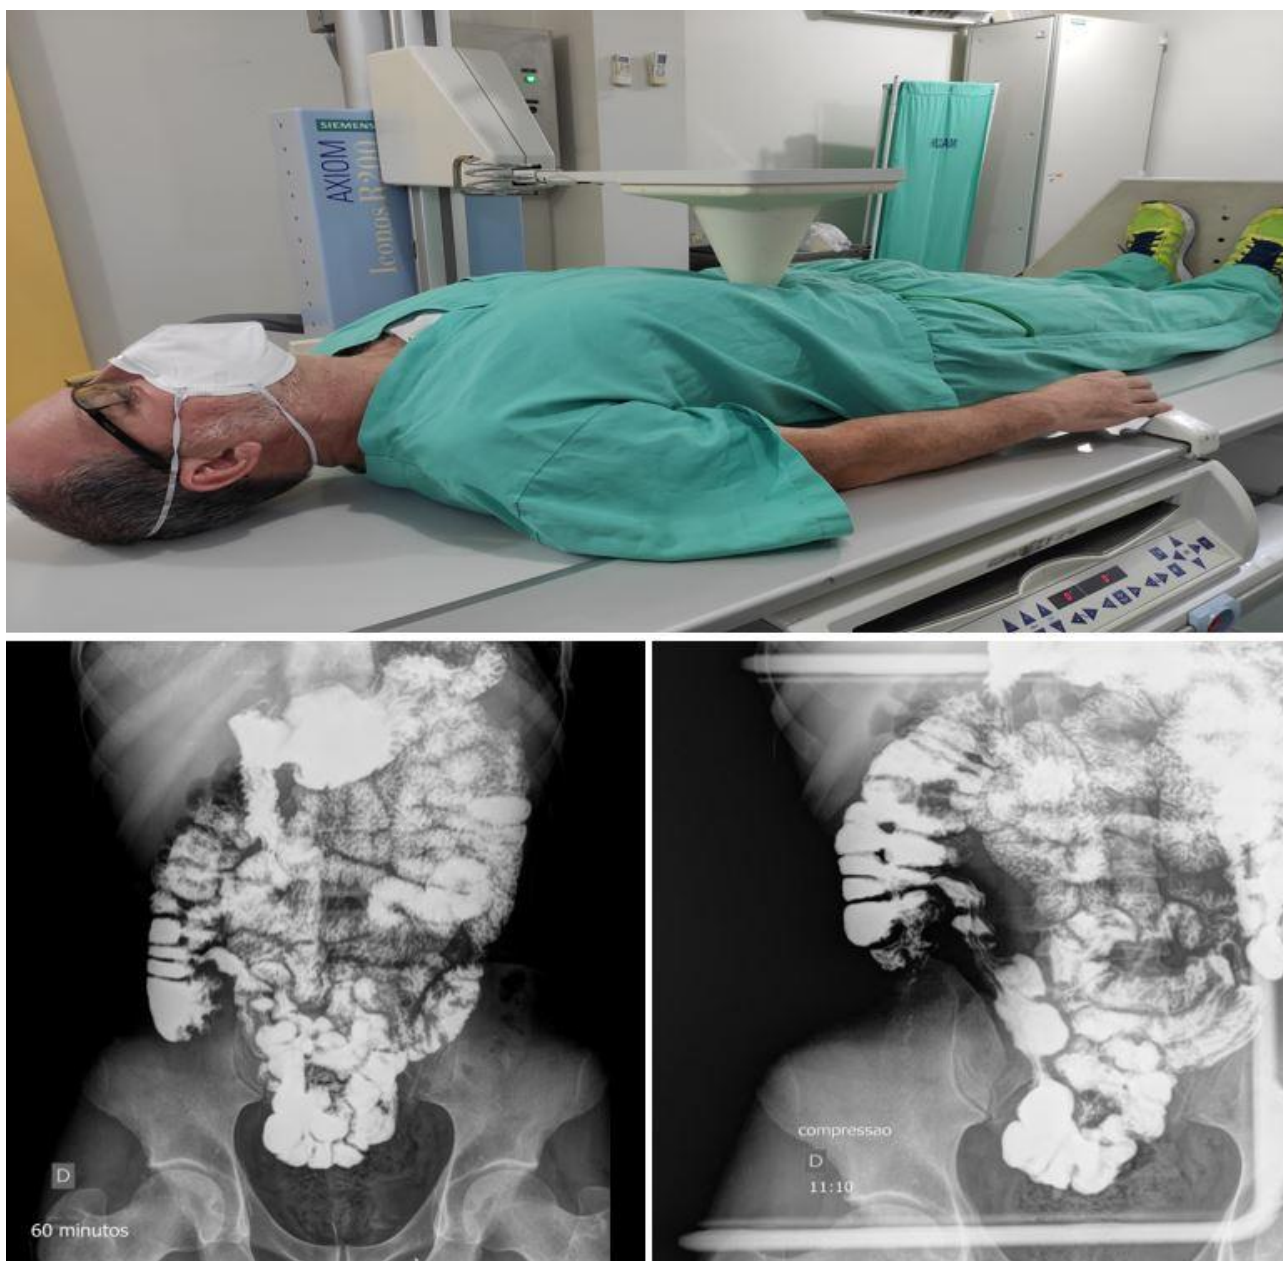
Exame de trânsito do delgado. (a) Paciente em decúbito dorsal com compressão da válvula íleocecal. (b) Radiografia panorâmica do abdome localizada do íleo terminal sem compressão. (c) Radiografia localizada do íleo terminal com compressão da válvula íleocecal.
